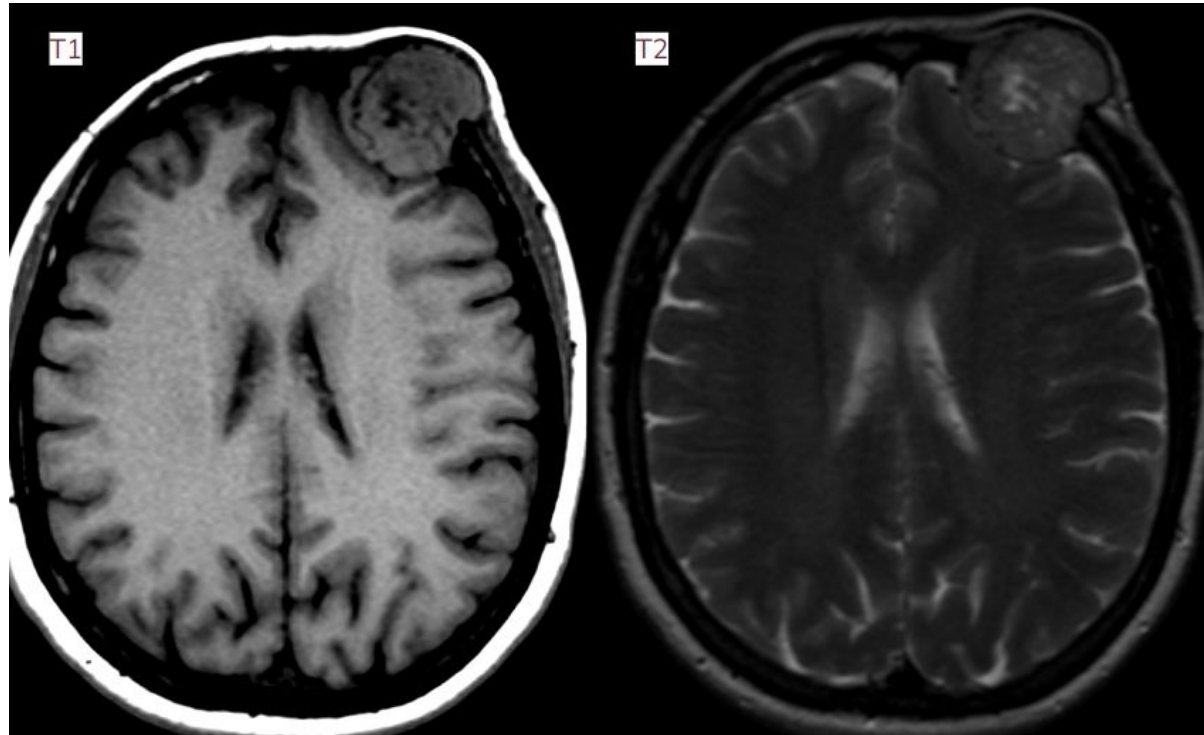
RM cerebral: Masa supratentorial extraaxial parasagital izquierda con márgenes polilobulados. El comportamiento es heterogéneo, de predominio isointenso en T1 y T2 respecto a la sustancia gris, con realce intenso y homogéneo tras la administración de contraste y sin restricción significativa en el estudio de difusión. A destacar una muy marcada vascularización de la lesión (flechas rojas), con vasos tortuosos adyacentes.
